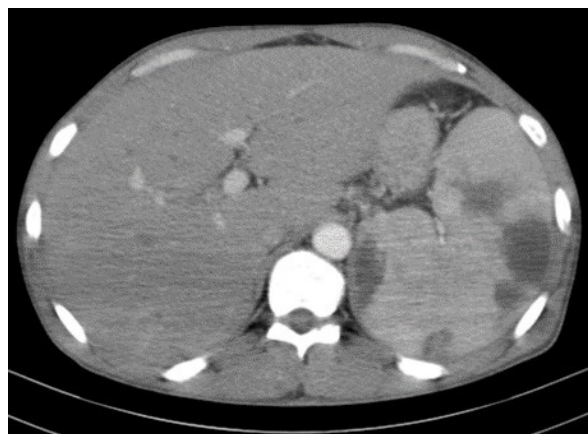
TC Abdominal: No baço identificam-se áreas hipocaptantes periféricas sugestivas de múltiplos enfartes esplênicos
